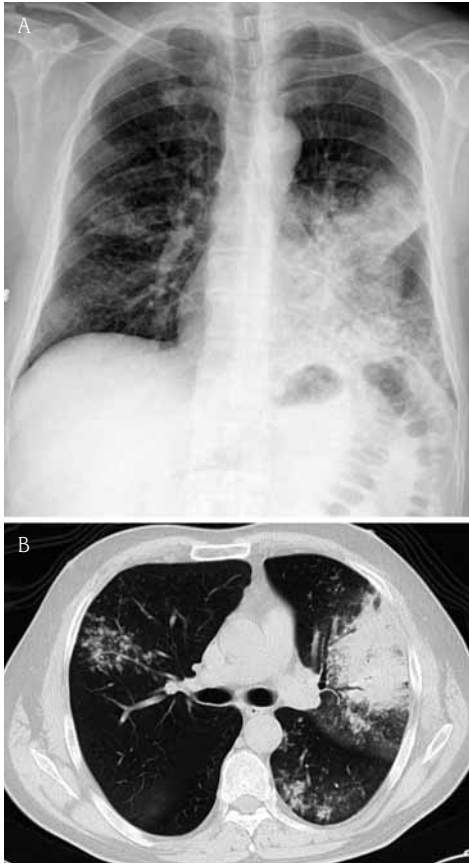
Carcinoma epidermoide en un paciente fumador de 60 años. A) La radiografía de tórax muestra una veladura completa del hemitórax izquierdo, con pérdida de volumen. B) La TC con contraste confirma la masa central con obstrucción bronquial y consolidación distal, siendo difícil discernir entre masa y neumonitis.
